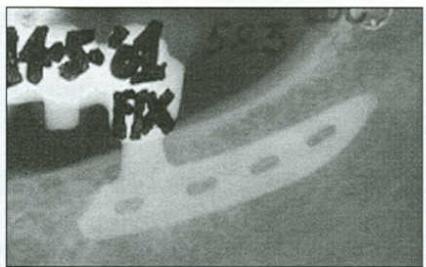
Рентгенологическая картина после фиксации постоянного протеза
